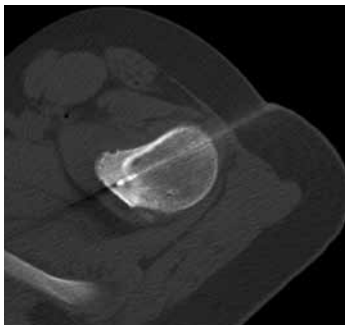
Computed tomography-guided radiofrequency thermal ablation of osteoid osteoma in left proximal femur of 13-year-old man. Computed tomography scan during the procedure shows radiofrequency electrode tip in nidus.
